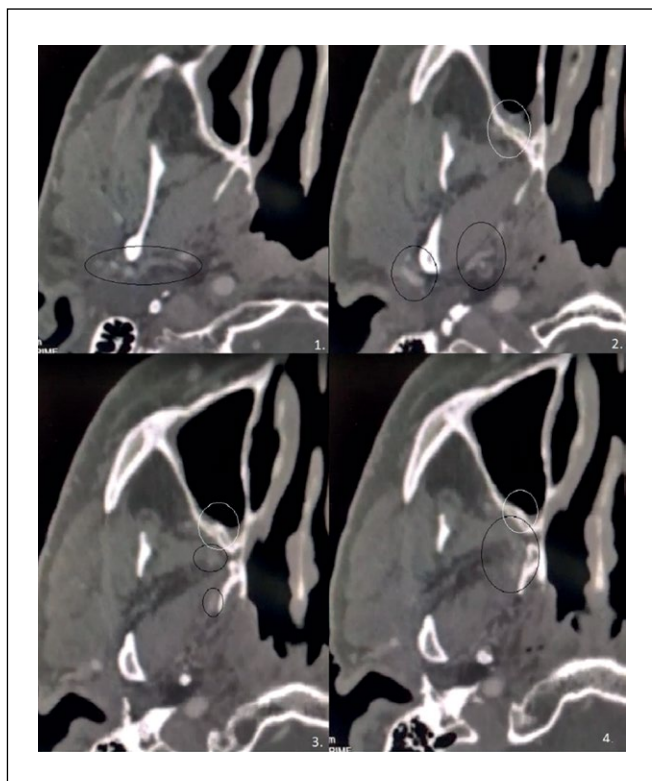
КТ околоносовых пазух от 05.07.2021 с контрастом. Белым кругом обозначено бывшее расположение дефекта задней стенки верхнечелюстной пазухи, через которое аневризма верхнечелюстной артерии выходила в полость верхнечелюстной пазухи. Черным кругом обозначен ход контраста на 23 секунде.
